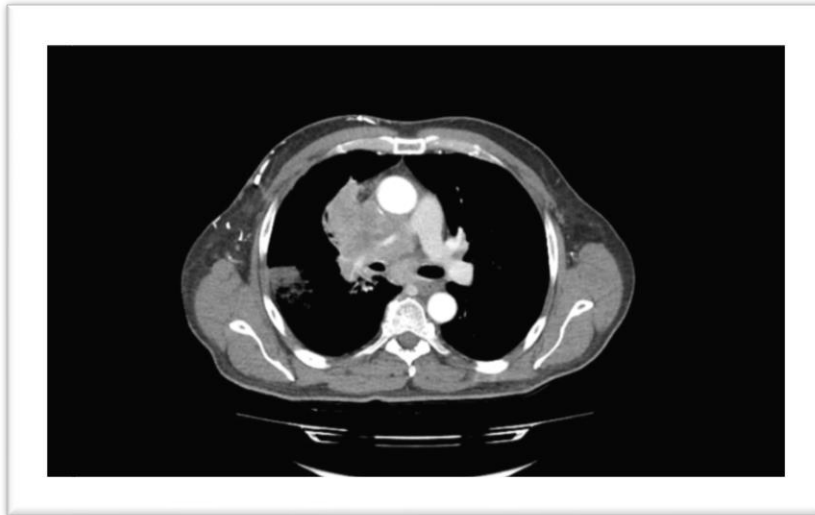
Tumor con amplia infiltración mediastínica en la TC axial.
